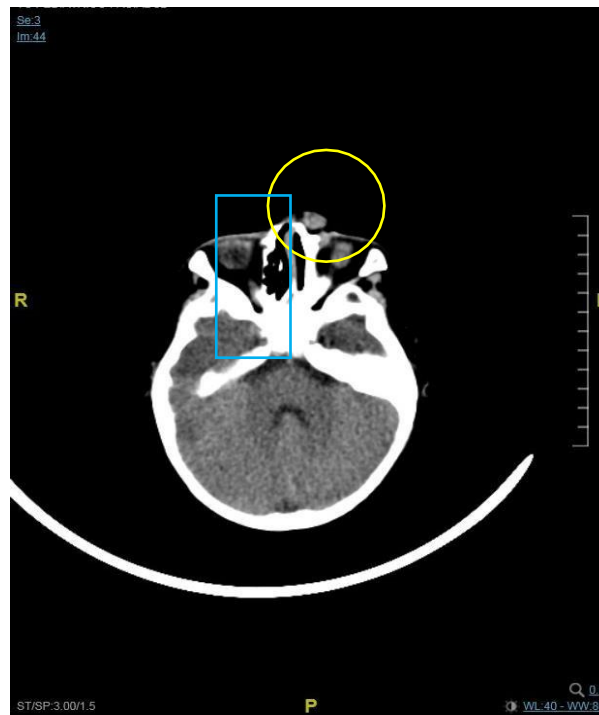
Imagen de TAC craneofacial donde vemos la displasia de los cornetes y la probóscide lateral.
